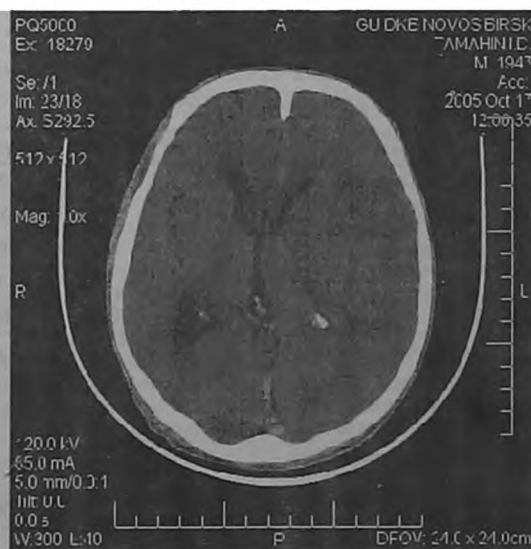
КТ пациента Т. перед выпиской
